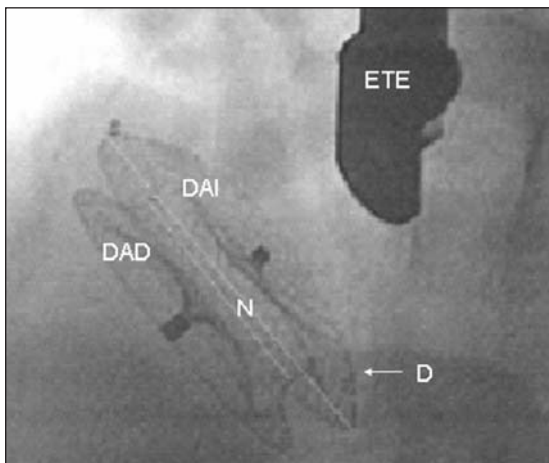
Visualización en radioscopia del dispositivo (D) Amplatzer para cierre de CIA colocado y liberado. DAD: disco atrial derecho. DAI: disco atrial izquierdo. N: núcleo central. ETE: ecocardiograma transesofágico.
